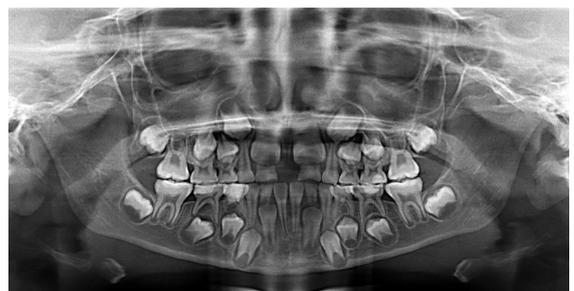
Ortopantomografía: Fusión entre 51-52 y 61-62 , Ausencia de incisivos laterales permanentes derecho e izquierdo
